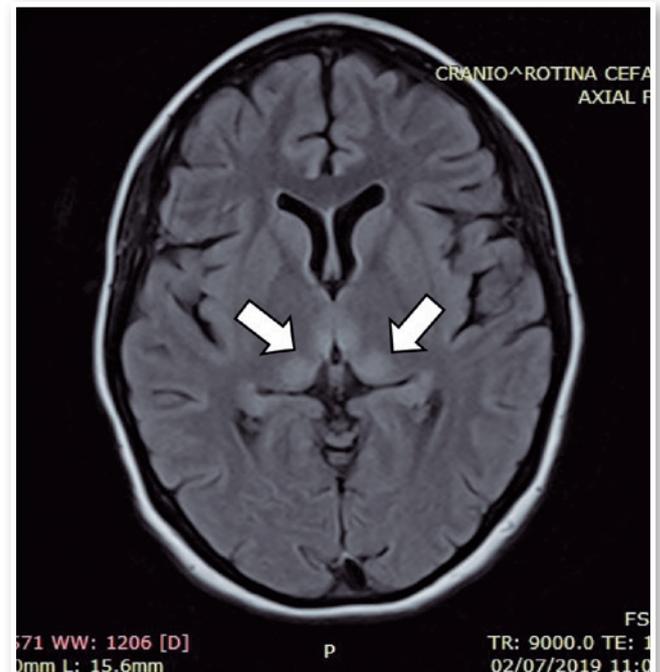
Ressonância magnética de crânio FLAIR corte axial demonstrando hipersinal em pulvinar do tálamo (setas).
